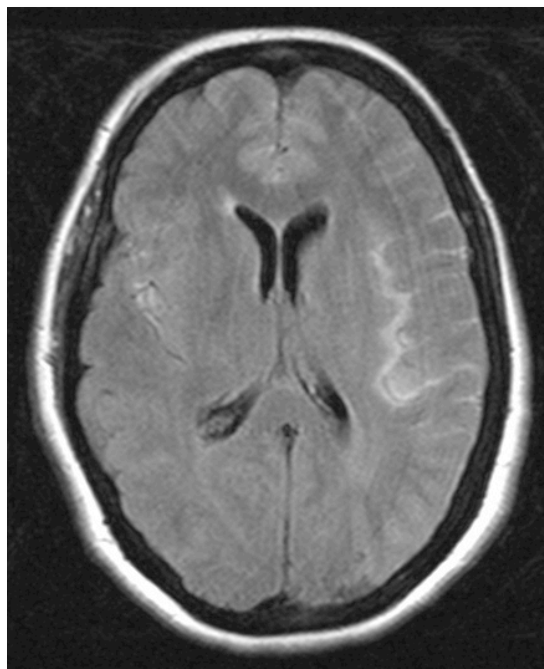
FLAIR-Sequenz einer Magnetresonanztomographie mit hyperintensivem Blut in den Hirnwindungen der Inselregion links im Rahmen einer SAB.
